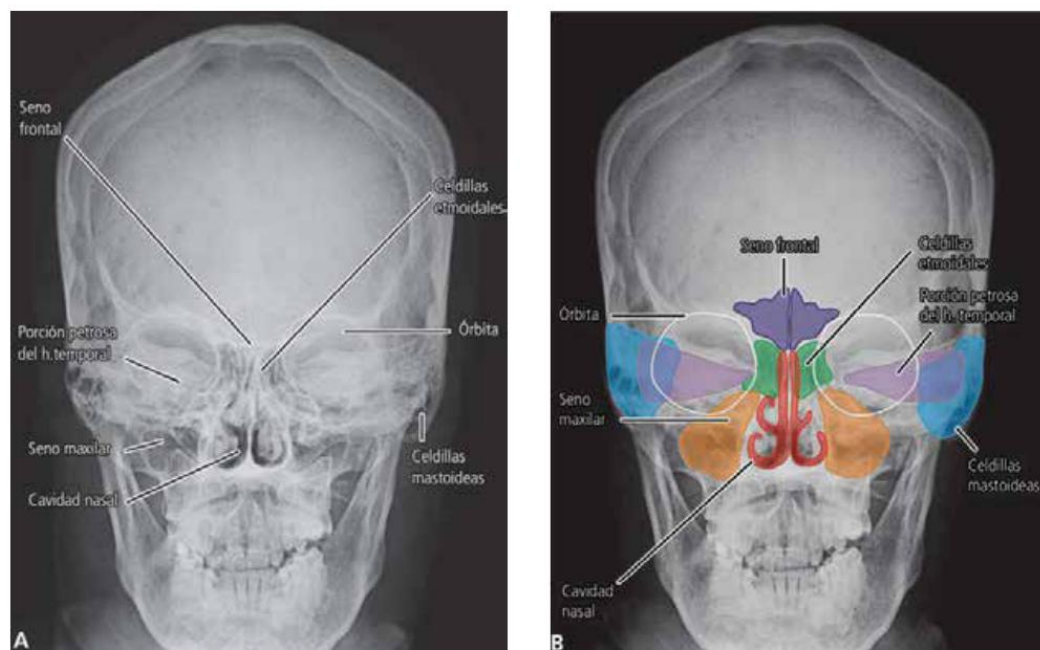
A. Radiografía del cráneo en proyección posteroanterior, con leve flexión de la cabeza para la evaluación de los senos paranasales. B. Radiografía del cráneo en proyección posteroanterior, con coloreado de estructuras que se superponen.
